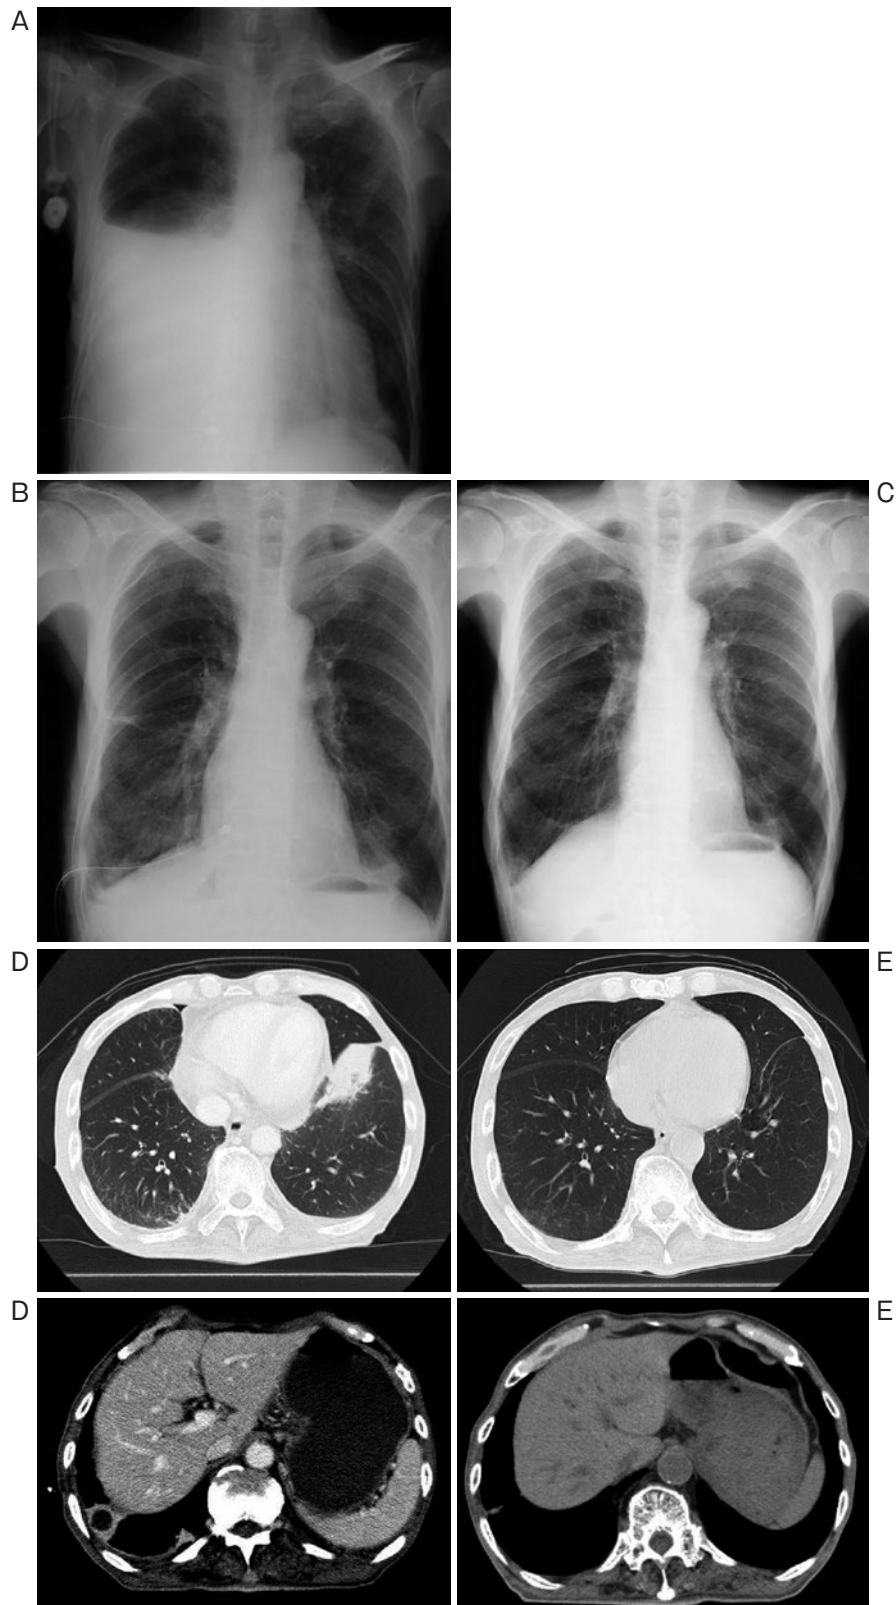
(A) 入院時胸部X線写真. 右胸水が大量に貯留しているのを認める. (B) 胸水排液後のステロイド導入前の胸部X線写真. 右胸腔ドレーンと左下肺野の浸潤影を認める. (C) 胸水再貯留後のステロイド導入2ヶ月後の胸部X線写真. 右胸水は消失し再貯留は認めていない. (D) Bと同時期の胸部造影CT. 左S8にconsolidationを, また, 右S9肺底部に長径20mmで内部に低吸収域を伴う結節を認める. (E) Cと同時期の胸部単純CT. 左S8のconsolidation, 右S9結節はほぼ消失している.
